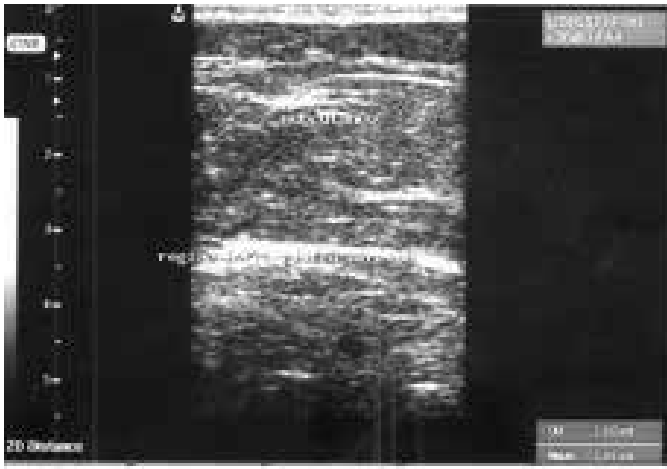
Ultrassonografia da região infra glútea direita
